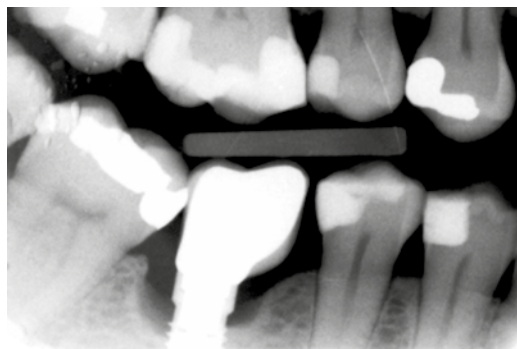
Radiografia com um ano, mostrando uma perda óssea circunferencial da crista à volta do implante de 6-7 mm.
